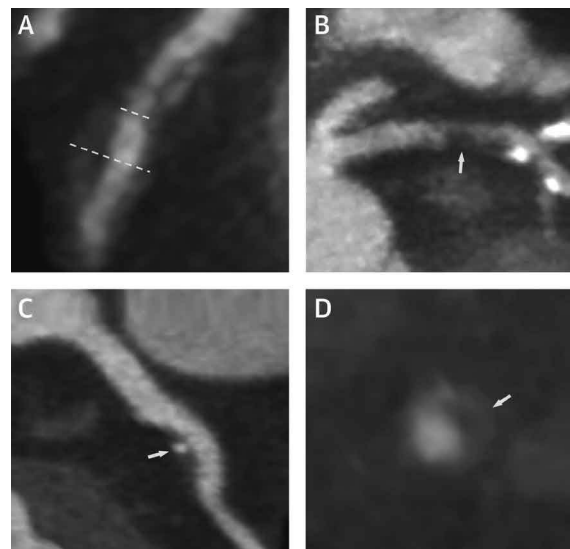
CTによるvulnerable plaque (不安定プラーク)の特徴
